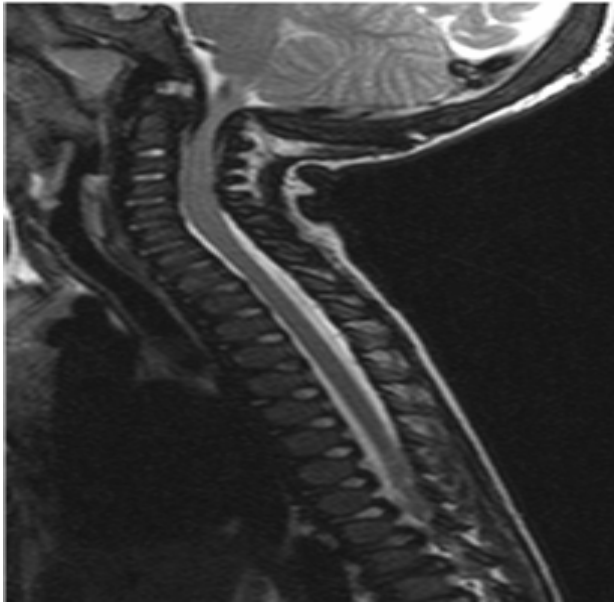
МРТ шейного отдела позвоночника от 13/01/10
